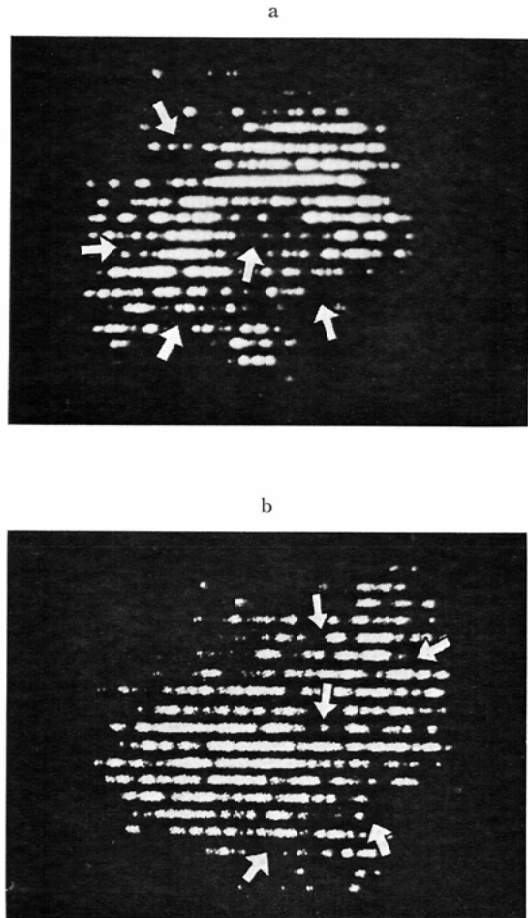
Lanninoscintigrams of the same case as Fig. 10
